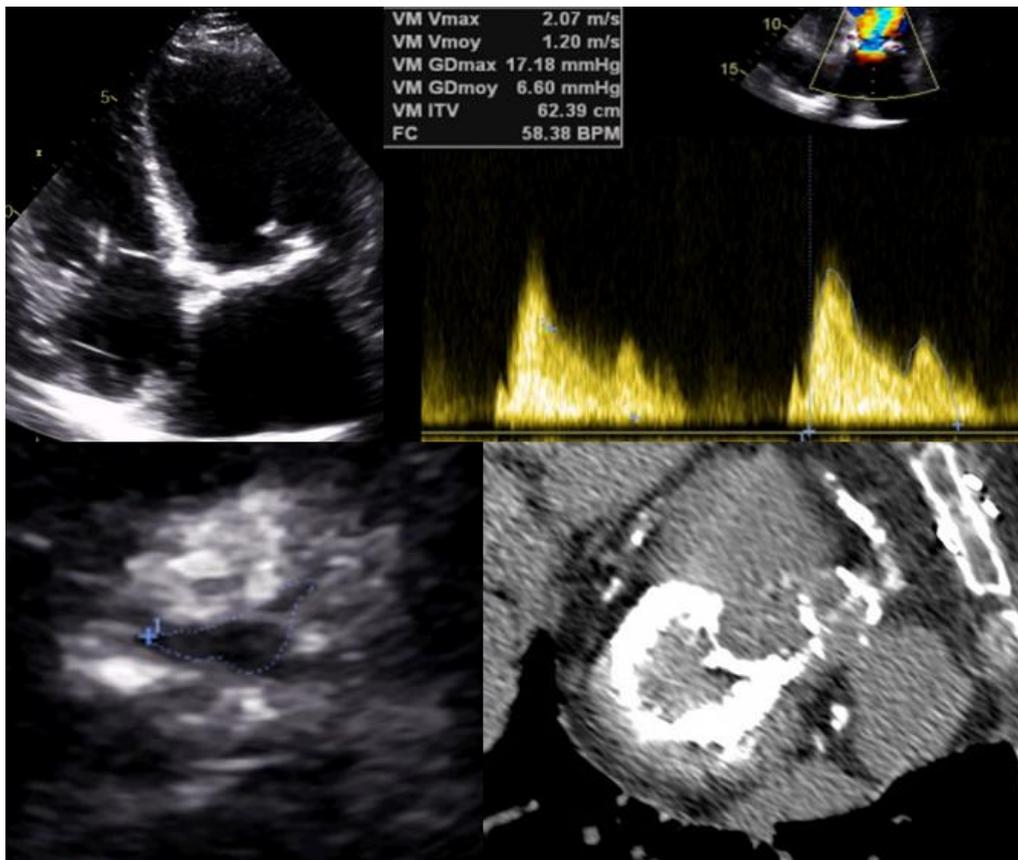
représentation de calcifications annulaires mitrales en échocardiographie et en tomodensitométrie.
